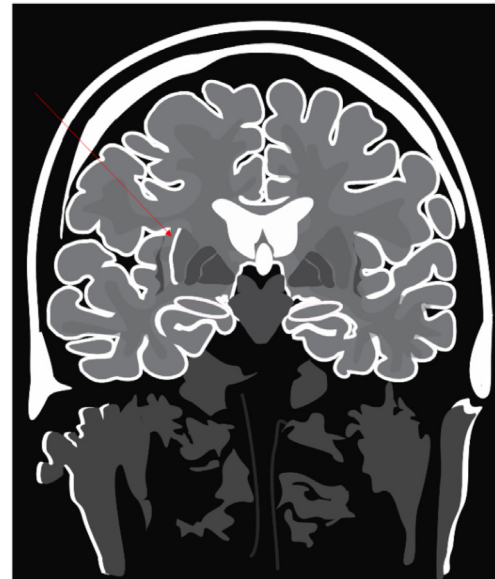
Signo de la hendidura putaminal. Representación en corte coronal de lo mencionado anteriormente. Las señales clínicas en la resonancia magnética son tempranas en la atrofia multisistémica de tipo cerebelosa.
